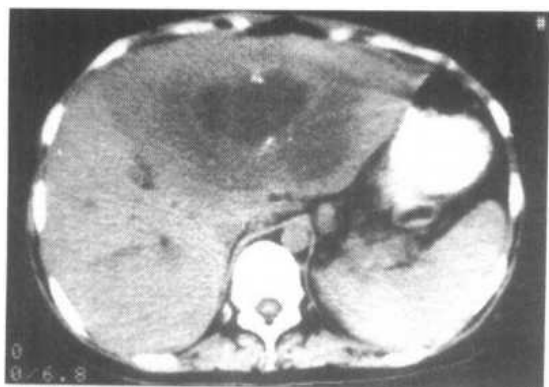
肝包虫病(泡状型)的 CT 图象
